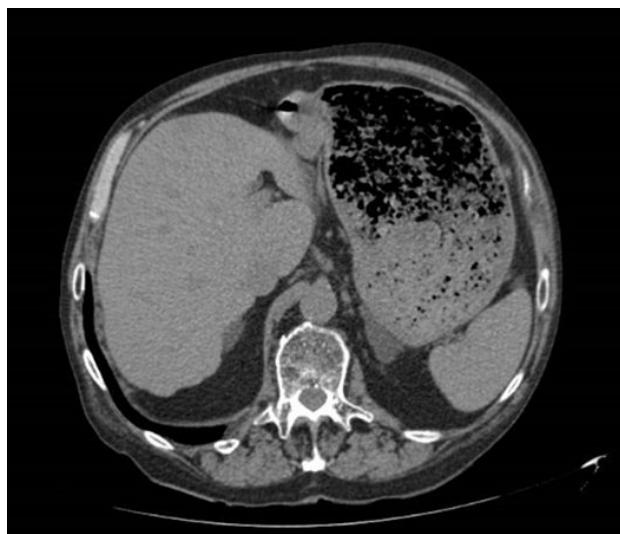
TAC Abdominal (en el SU)
